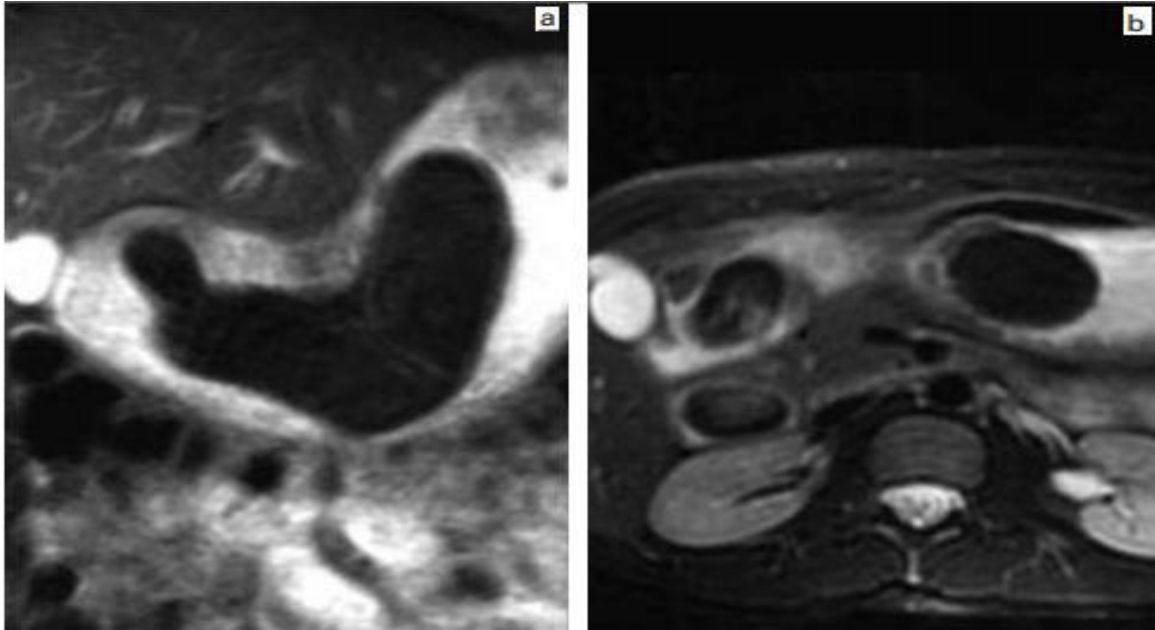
IRM abdominale : coupes coronale et axiales en pondération T2 après ingestion d'eau objectivant la masse intra gastrique en hyposignal et son extension vers le duodénum.(80)
